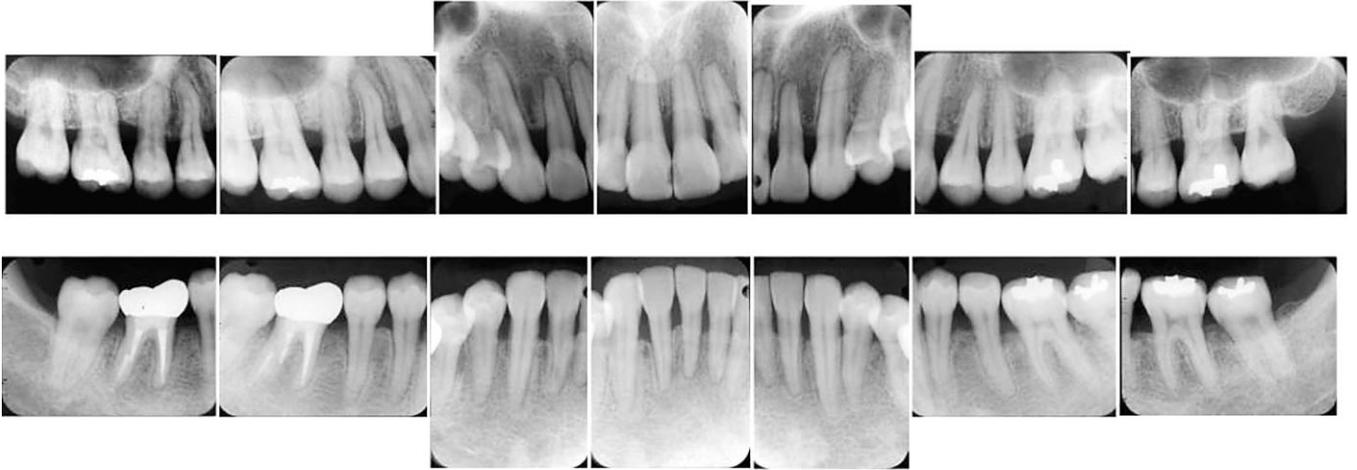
術後約3年のX線写真. 顕著な歯槽骨の増大が認められる.
